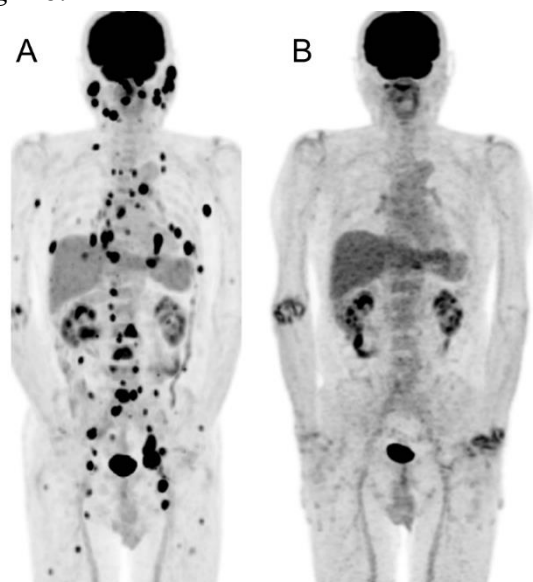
CR 群の代表例を示す。A)治療前の MIP 像では全身に多発する病変が認められる(SUV_{max} 9.2, WBMTV 44.3 ml, WBTLG 191.1 ml)。 B)MTX 中止後 4 か月後の MIP 像では病変がすべて消失している。右肘関節や左手関節には関節リウマチの再燃と考えられる炎症性集積が出現している。
